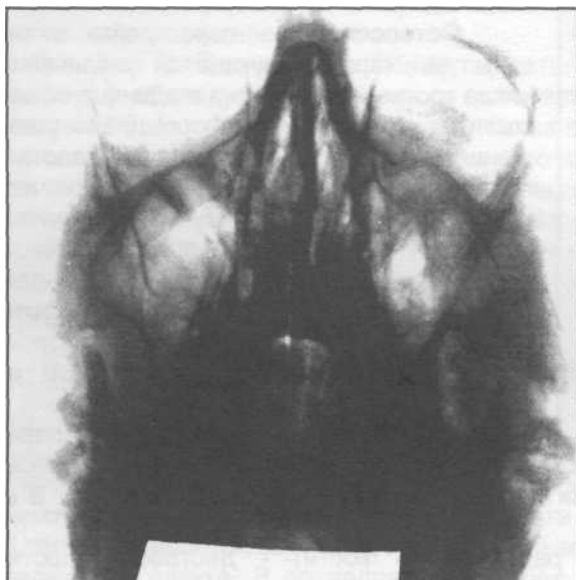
Рентгенограмма лицевого черепа в полуаксиальной проекции.
